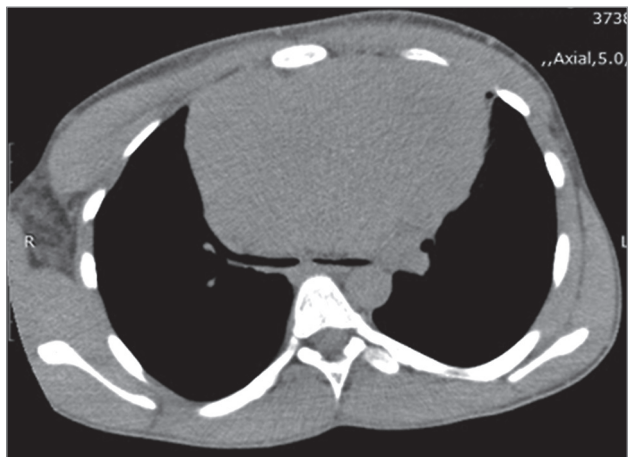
Герминогенная опухоль средостения; компрессионный стеноз обоих главных бронхов. Компьютерная томография
